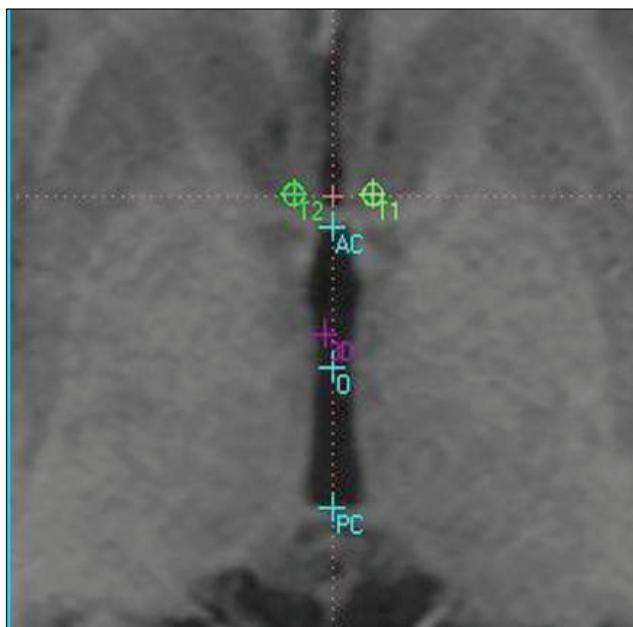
Planeamiento estereotáctico para el implante de electrodos cerebrales profundos en ambos núcleos accumbens. Sección axial de RMN.
